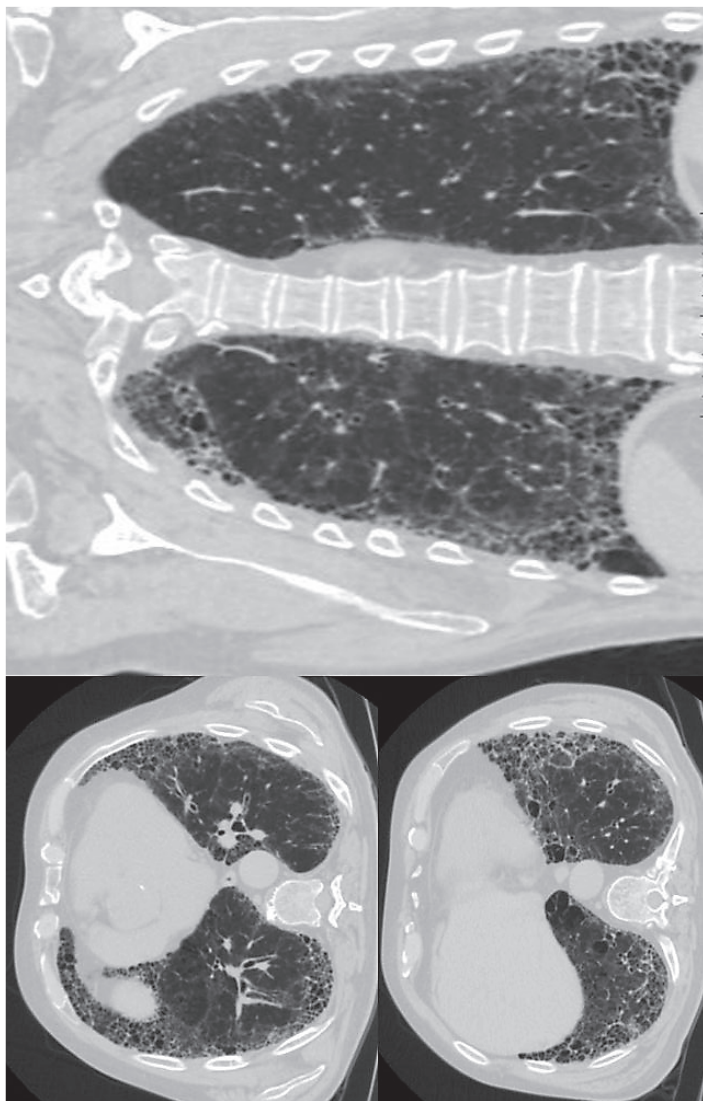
Компьютерные томограммы. Типичная картина обычной интерстициальной пневмонии у пациента с ревматоидным артритом (данные изменения не являются интерстициальным легочным фиброзом)
